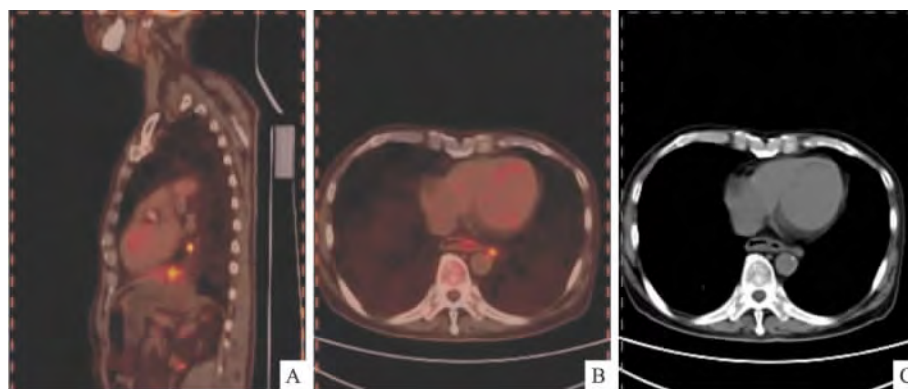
$^{18}\text{F}$ -FDG PET-CT 及 MSCT 增强扫描显示食管癌图像
